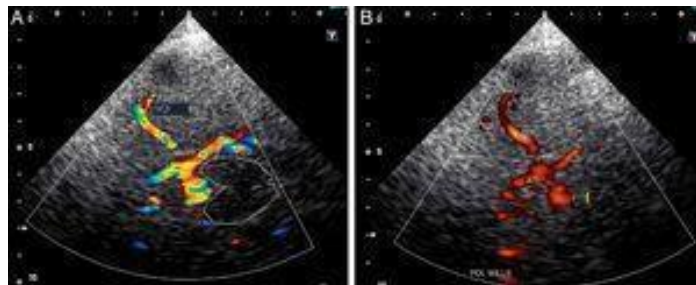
Polígono de Willis [Doppler]
